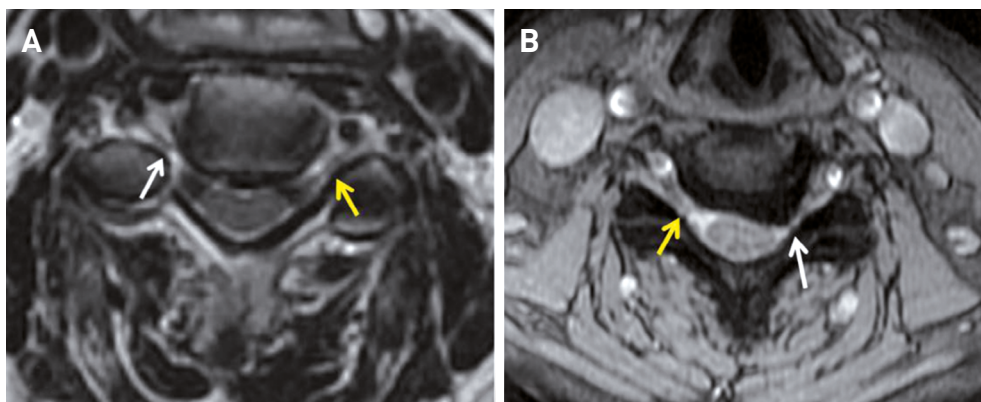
RM de columna cervical con secuencias axiales potenciadas en T2. A) Estenosis foraminal derecha leve-moderada donde se muestra un diámetro AP del foramen similar o mayor que el ancho de la raíz nerviosa (flecha blanca). En el lado izquierdo, el foramen normal presenta un diámetro anteroposterior mayor que el ancho de la raíz (flecha amarilla).
